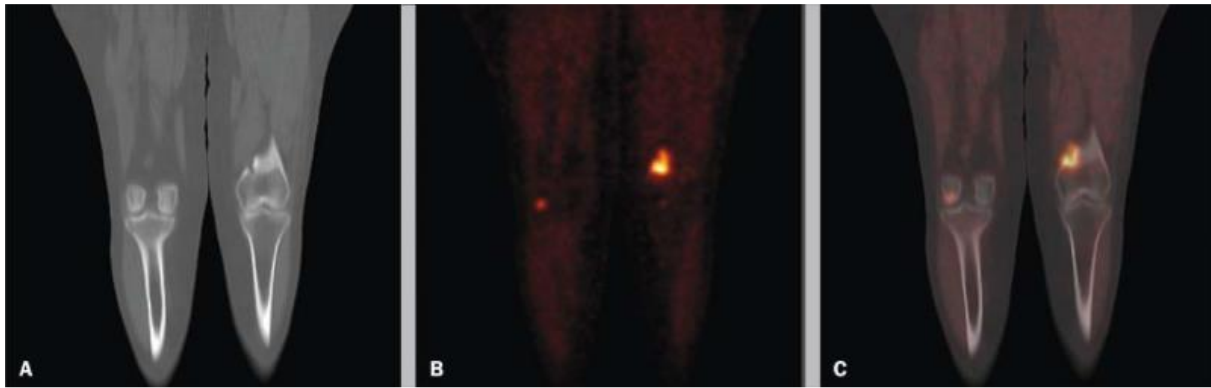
Coupes frontales en scanner (A), SPECT (B) et SPECT/TDM (C) révélant une métastase de l'extrémité inférieure du fémur gauche.[58]
